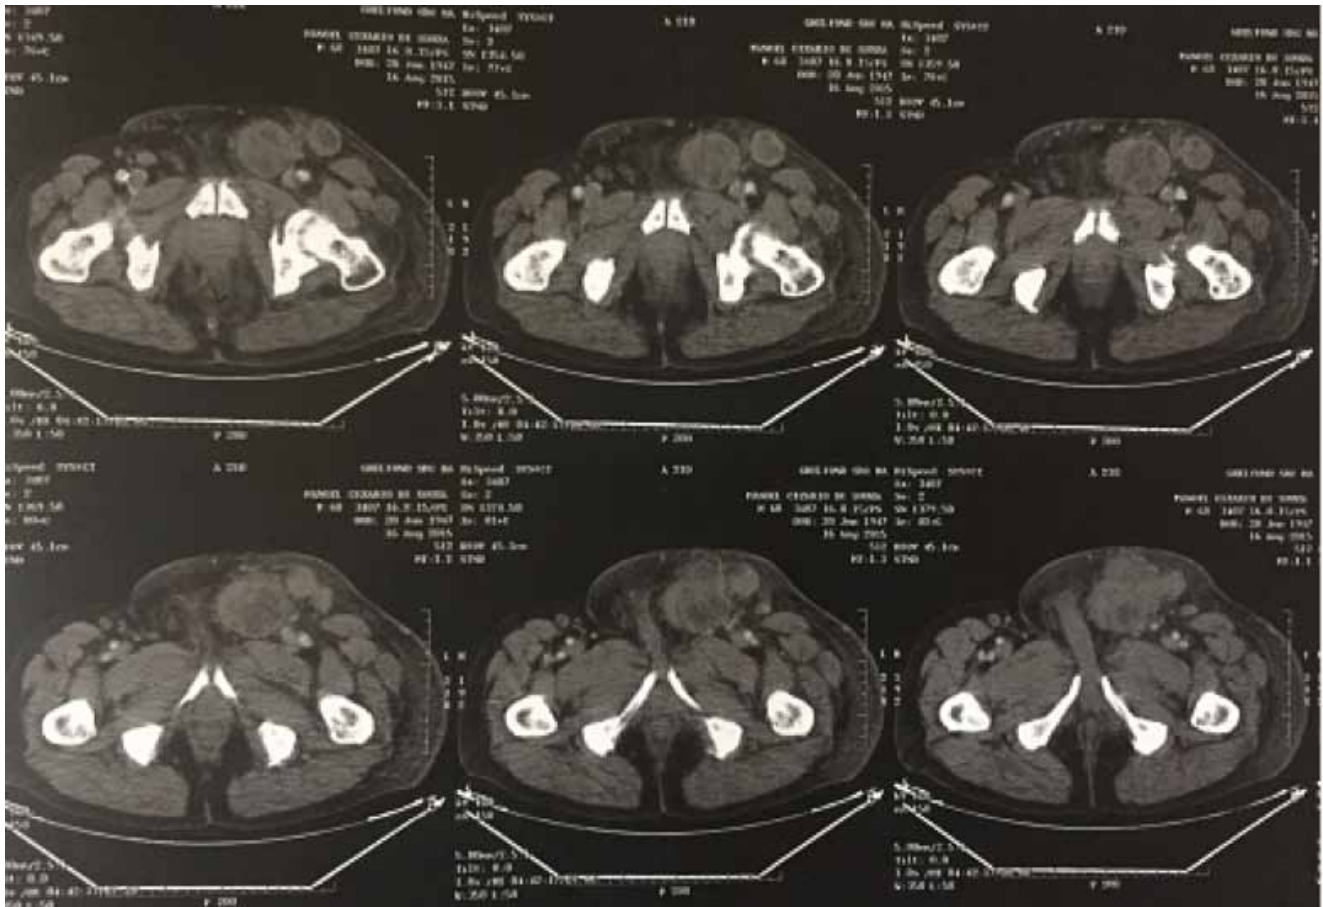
Tomografia Computadorizada em cortes axiais de região inguinal com evidência de múltiplas imagens nodulares sugestivas de metástases linfonodais
